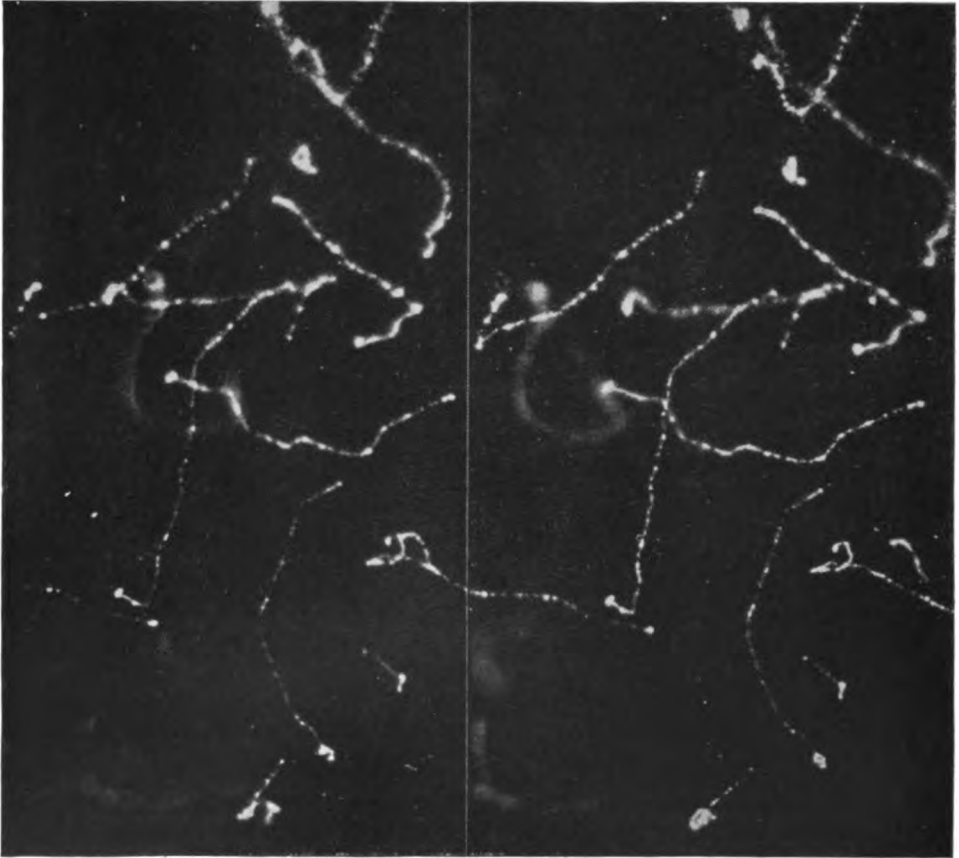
Nebelaufnahme von Elektronenbahnen von C. T. R. Wilson. Stereoskopische Aufnahme primärer Röntgenelektronen, die durch Silber-K-Strahlung ausgelöst wurden. Enddruck 53 cm.
